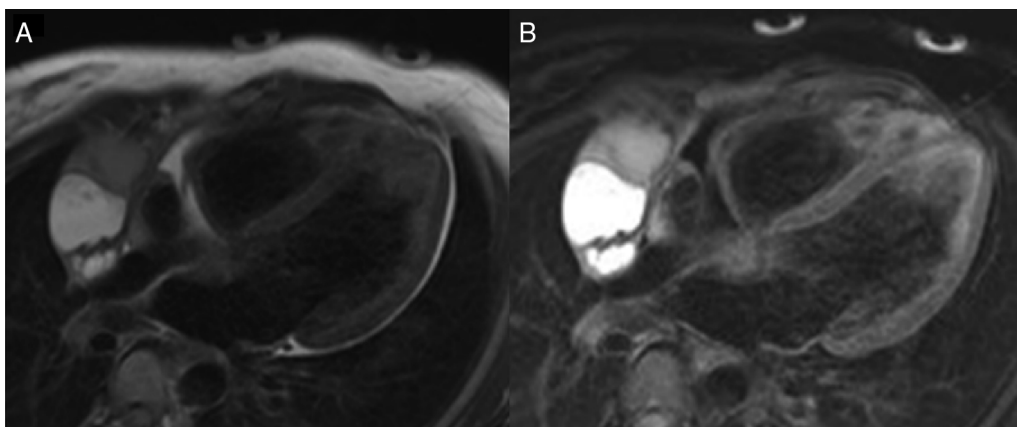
RM de coração com sequências *Double IR* (A) e *Double IR fat sat* (B): imagem com áreas de hiperintensidade e hipossinal sugerindo tanto a possibilidade de componente líquido, lipídico ou hemático/hiperproteico no interior das trabéculas do cisto pericárdico complexo.
